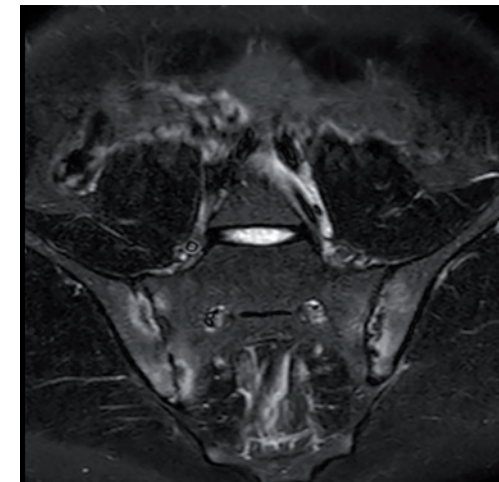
MRT der Sakroiliakgelenke. STIR-Sequenz zur Darstellung von für eine axSpA typischen Knochenmarködemen (gelenknahes Ödem mit einer Breite von mindestens 1cm an mehreren Stellen) teilweise auch um gelenksnahe Erosionen.
